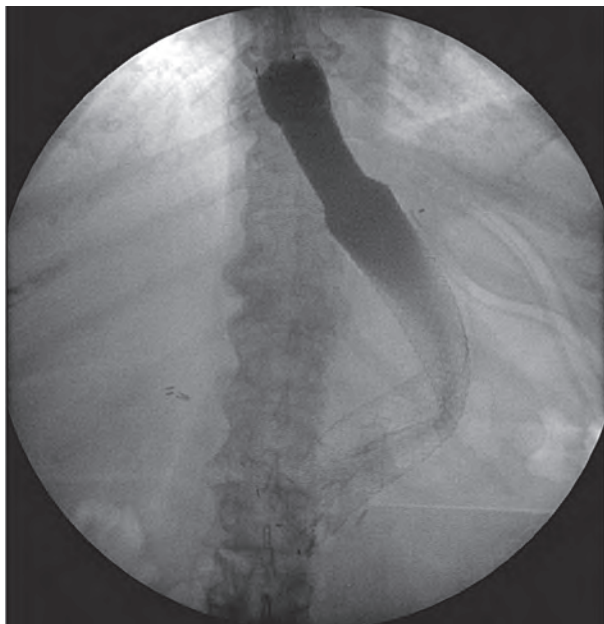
Рентгенологічна картина стенту в шлунковій трубці.
